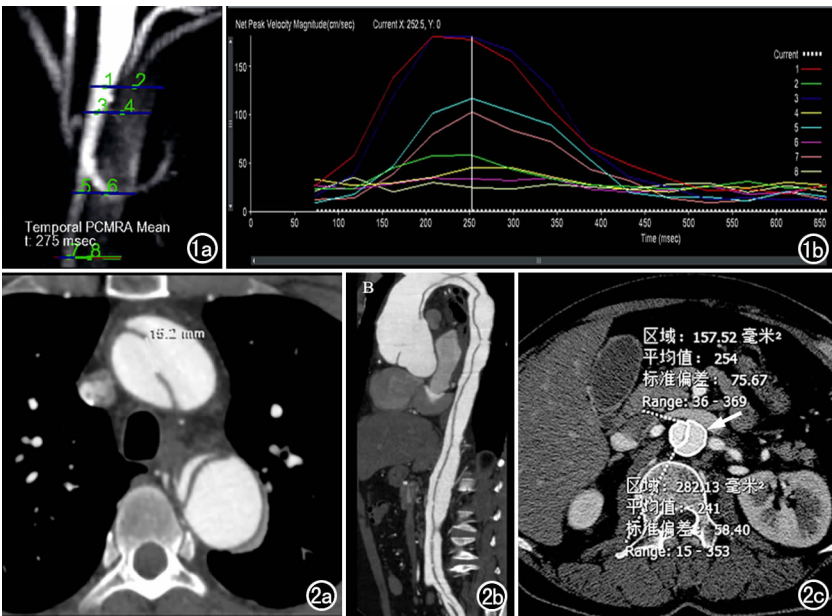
AD 患者。a) 腹主动脉 4 个分析层面(蓝线),图中奇数显示为真腔,偶数为假腔; b) 血流峰值速度-时间曲线,显示真腔的流速明显高于假腔(1、3、5、7 分别为腹腔干开口、肠系膜上动脉开口、平较低一支肾动脉开口及腹主动脉近髂分叉水平这四个平面的真腔,2、4、6、8 依次为这四个平面的假腔)。图 2 AD 患者。a) 横轴面 CTA 图像,显示主动脉内膜破口的大小及位置; b) 斜矢状面 MPR 图像,显示夹层原发破口及再破口的位置、大小及数目; c) 在横轴面 CTA 图像上手动勾画 ROI,测量真腔和假腔(箭)的面积。
